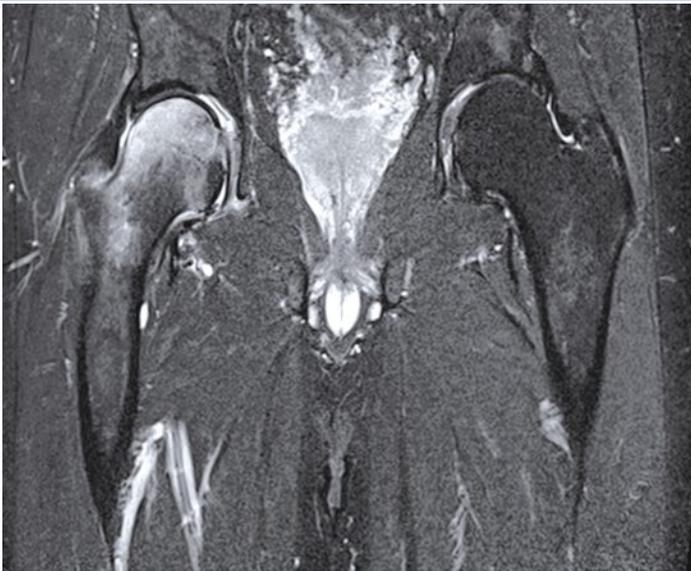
MRT der Hüftgelenke (12. Januar 2016): TKMÖS am rechten Femurkopf mit Einstrahlen des Ödems in den Schenkelhals
